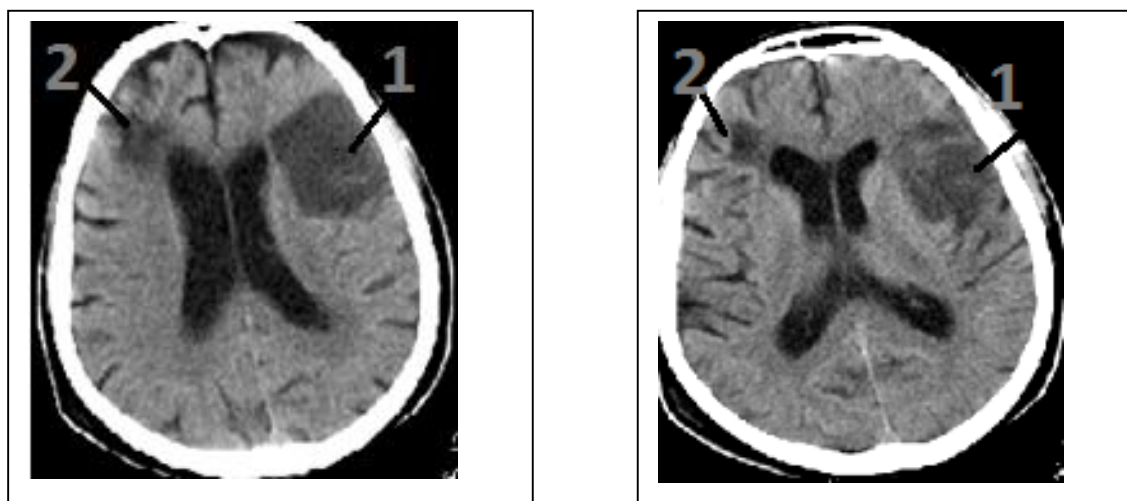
Пациентка Ф., 58 лет. Бесконтрастная рентгеновская томография головного мозга: 1 – клинически актуальный очаг ишемии в бассейне левой средней мозговой артерии; 2 – исход ишемии в бассейне правой средней мозговой артерии
